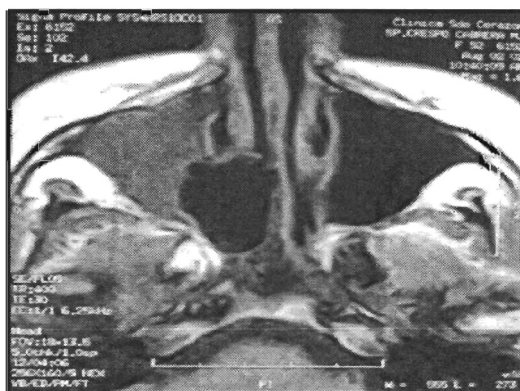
Resonancia Magnética con cortes axiales.
